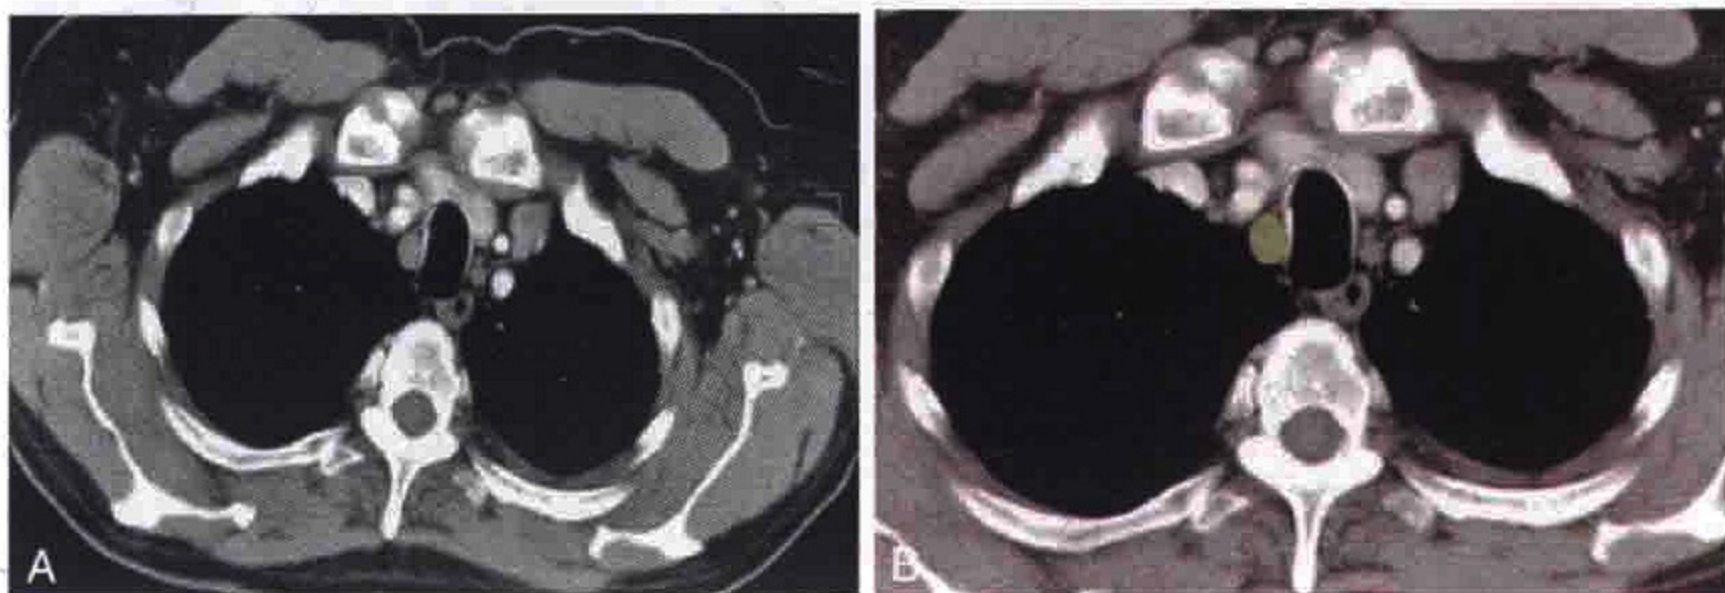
横轴位 CT 扫描显示肿大的右上气管旁淋巴结（绿色）
